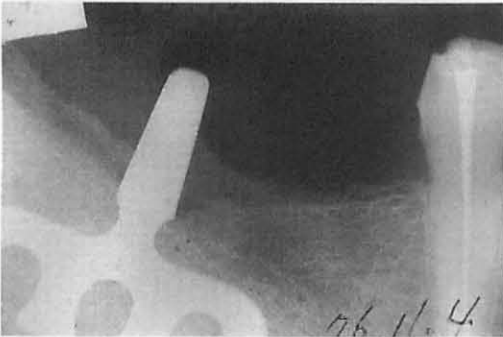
B 1976年11月, 埋入時デンタルX線.
